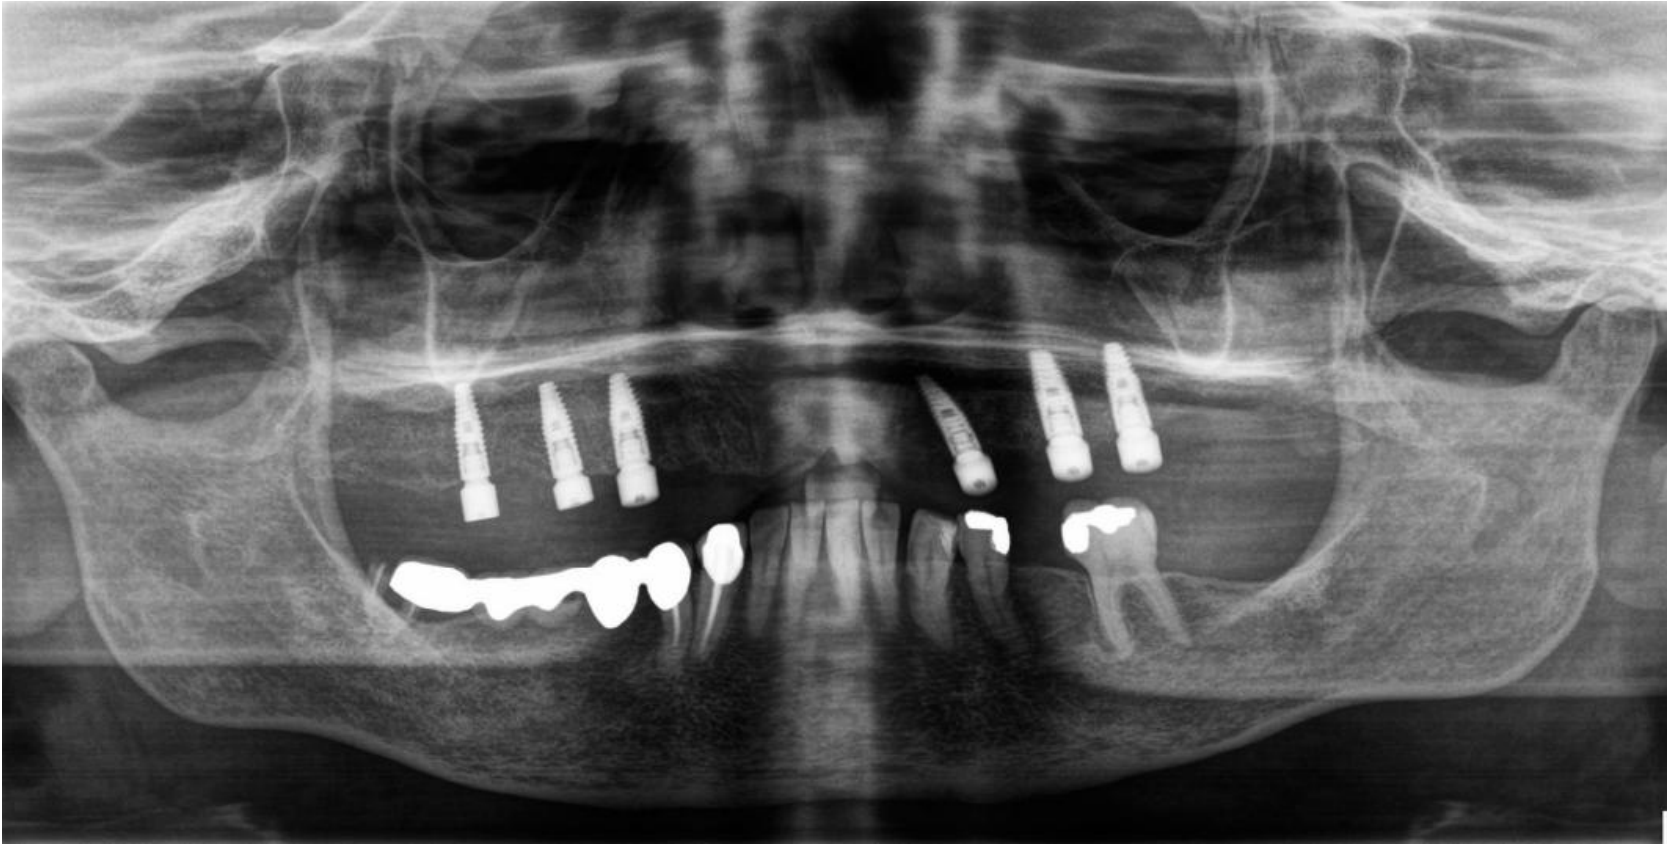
Radiographie panoramique prise après la deuxième étape avec les piliers de cicatrisation.
